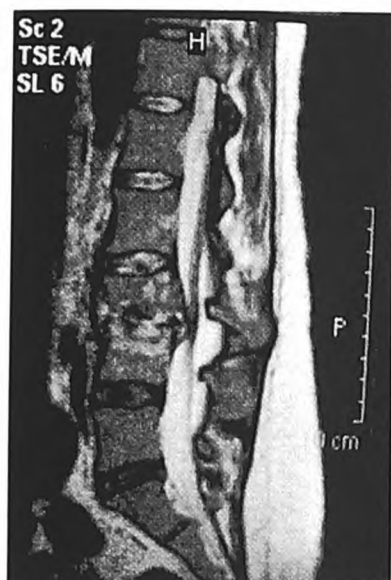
МРТ поясничного отдела позвоночника до операции. Пациентка Л, ИБ № 34123. Гнойный спондилит L3-4, передний эпидурит.
